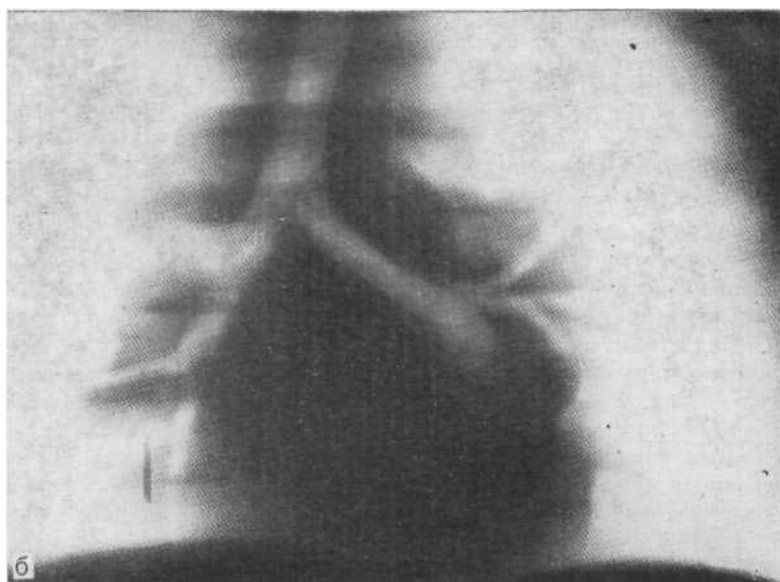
Обзорная рентгенограмма (а), срединная томограмма (б) и томограмма в боковой (в) проекции. Типичная рентгенологическая картина саркоидоза I стадии. Увеличены бронхопульмональные лимфатические узлы с обеих сторон, каждый из которых визуализируется отдельно. На срединной томограмме виден просвет среднедолевого бронха. Биопсия.
